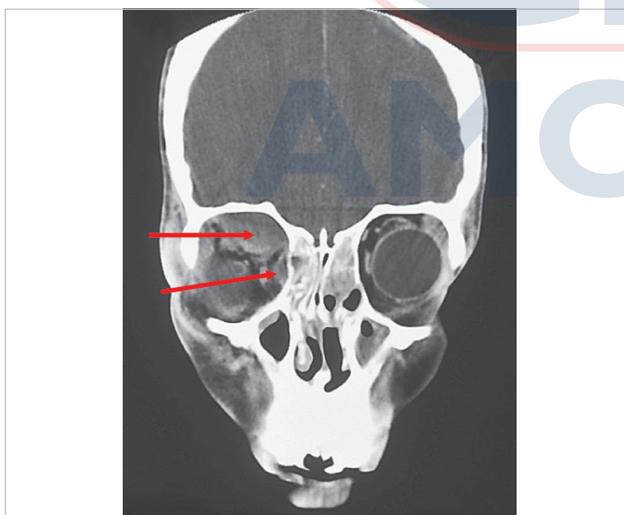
Una TC coronal de un paciente con etmoiditis y abscesos orbitales subperiósticos superiores y mediales derechos (flechas rojas).
